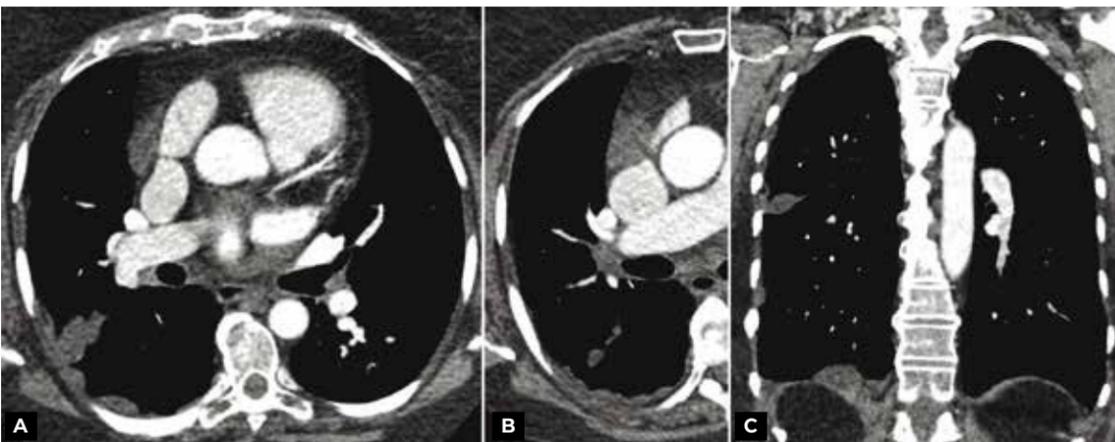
Imagens de tomografia computadorizada do tórax com contraste (A, B, axial, C, coronal) evidenciam espessamento pleural de aspecto lobulado à direita, com extensão fissural, além de formações ovais hipoatenuantes no mediastino anterior.
